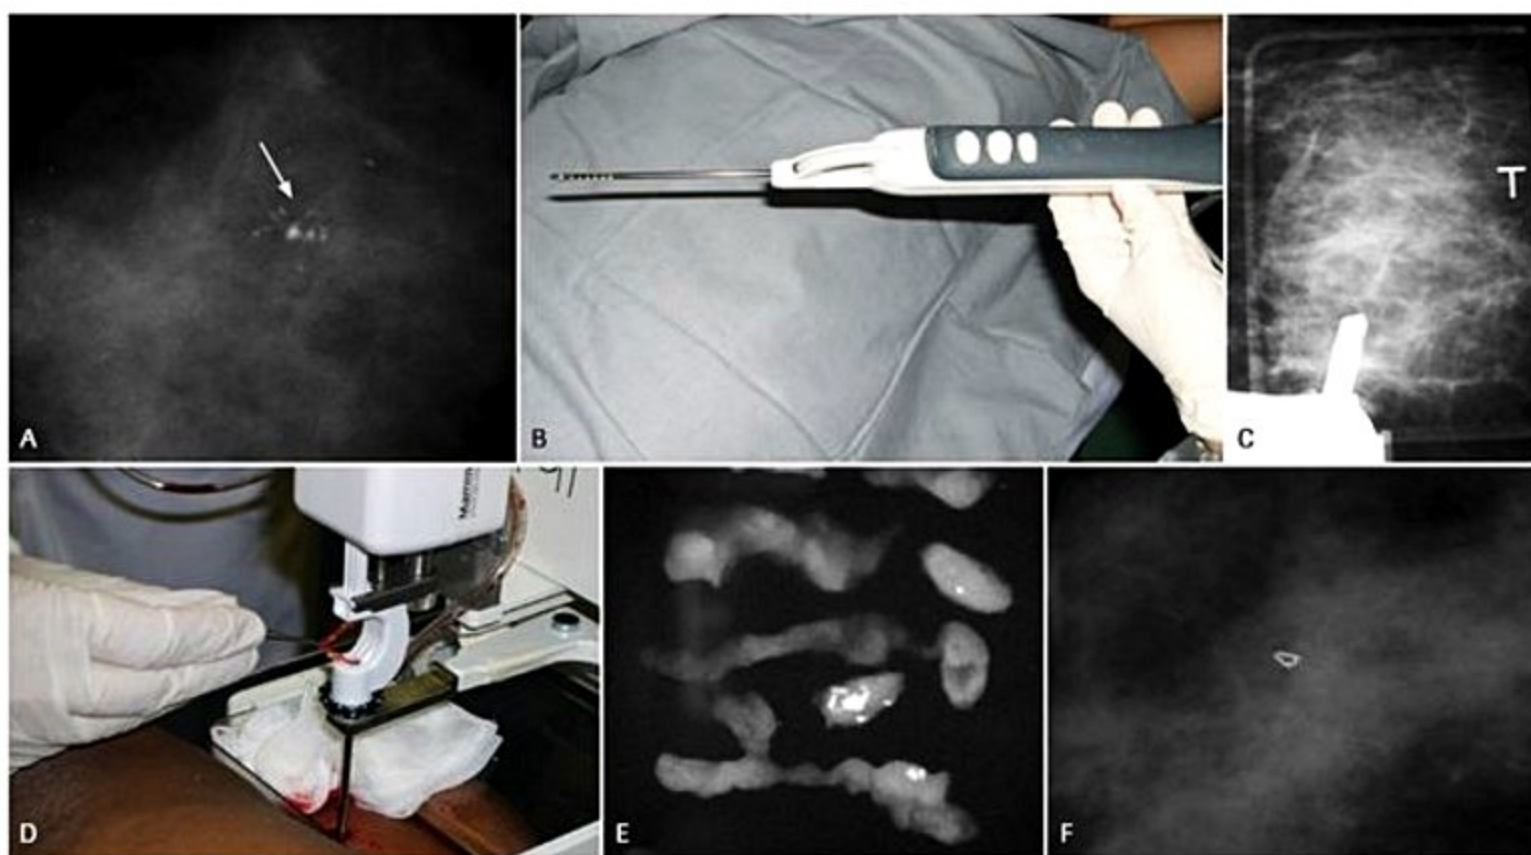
Mulher assintomática de 55 anos com foco de pequenas calcificações pleomórficas agrupadas na mama direita, detectadas em uma mamografia de rastreamento (A, setas). Foi realizada a biópsia percutânea de fragmentos assistida a vácuo com agulha de 11G, orientada pela estereotaxia. Em B, observa-se o dispositivo com a agulha de 11G utilizado para a biópsia. C e D demonstram, respectivamente, a agulha no interior da mama e a remoção de um dos fragmentos teciduais obtidos. E mostra a radiografia dos fragmentos em que se verifica a remoção das calcificações e F mostra o clipe de localização colocado na topografia do foco de calcificações biopsiado, que foi inteiramente removido. Ressalta-se que a remoção de toda a lesão visível pelos métodos de imagem não significa remoção de toda a lesão histopatológica.
